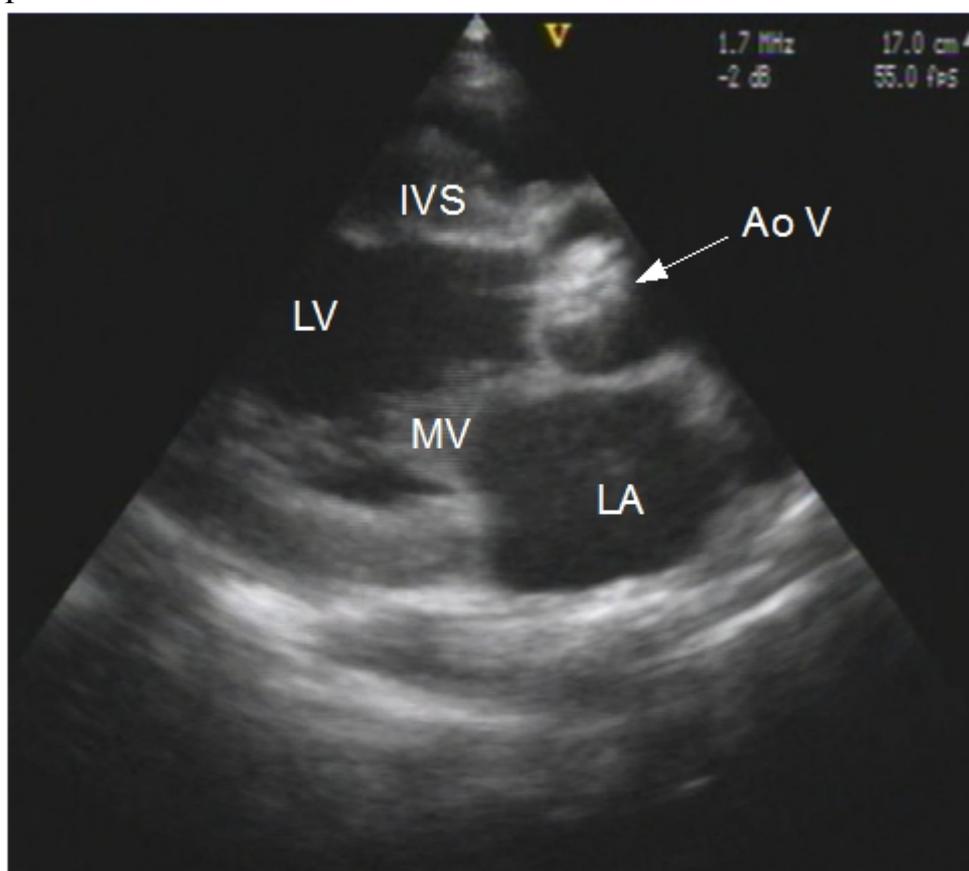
Эхокардиографические признаки аортального стеноза – уплотнение и кальциноз неподвижных аортальных полулуний – отмечено стрелкой (LV – левый желудочек, LA – левое предсердие, MV – митральный клапан, IVS – межжелудочковая перегородка).
